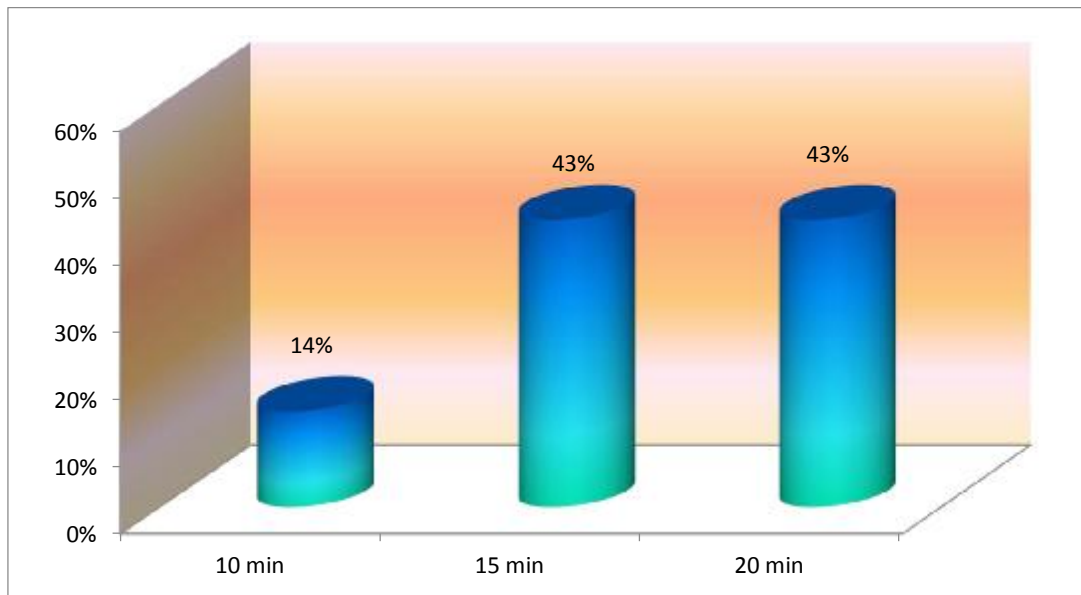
répartition des patients selon la durée de l'examen échocardiographique
